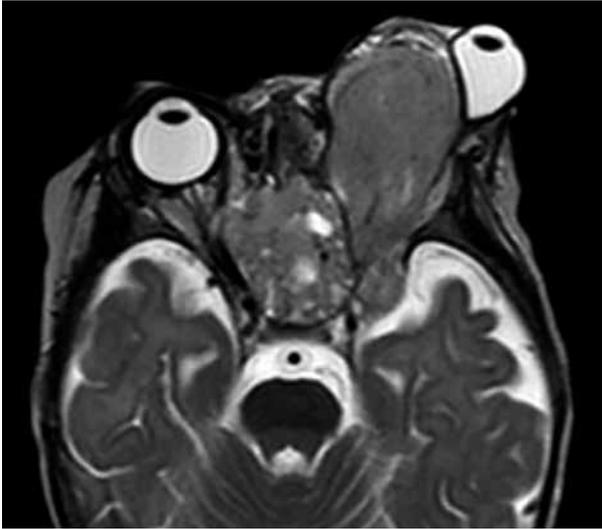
A) RMN en T2 de paciente de 7 meses de edad con tumor de saco vitelino. B) Imagen externa del paciente.
